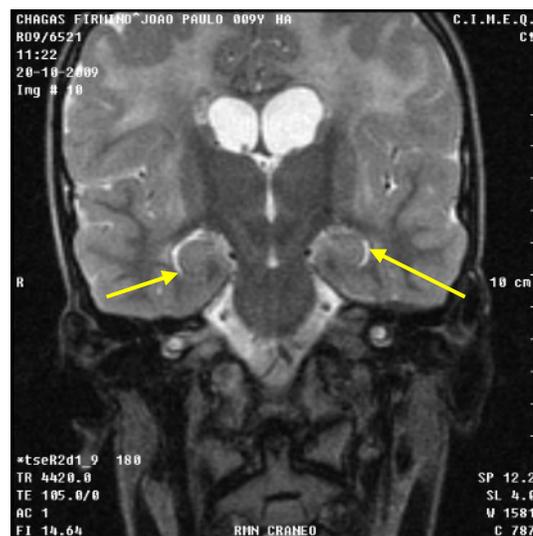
RM corte coronal en T2 de cráneo.
